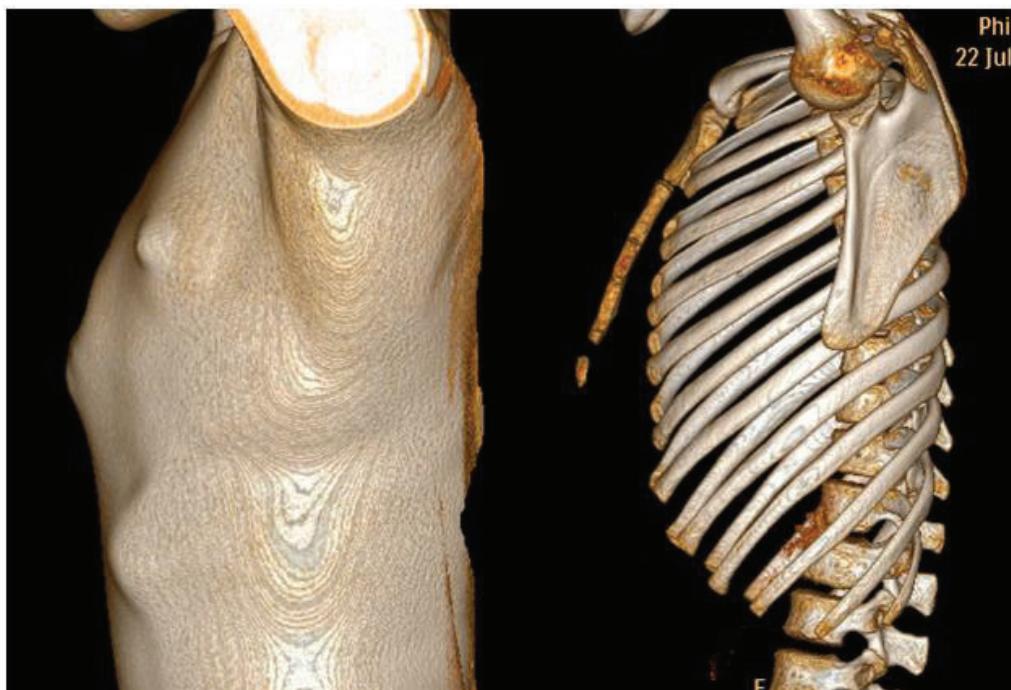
МСКТ органов грудной клетки с 3D-реконструкцией пациента с РС. Обычно это включает всю грудную клетку, включая грудину и реберно-хрящевые структуры.
